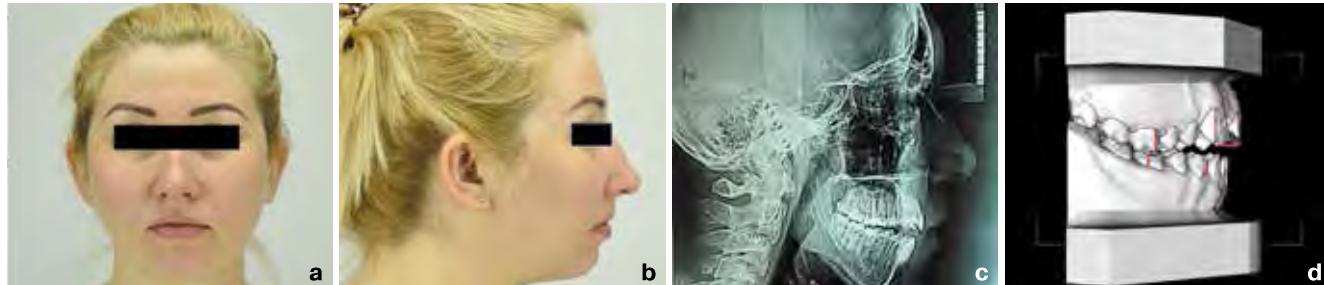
Пациент К. с гнатической формой дистальной окклюзии до комбинированного лечения: а – фото лица в анфас; б – фото лица в профиль; в – телерентгенография; д – гипсовые модели челюстей
